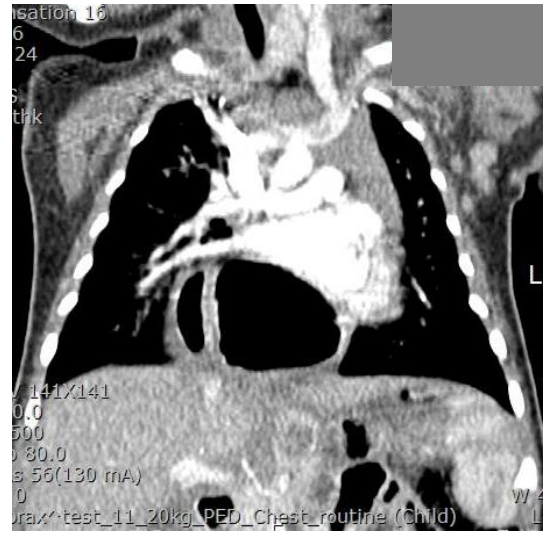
Herniation of small bowel loops is seen on the abdomen CT.
